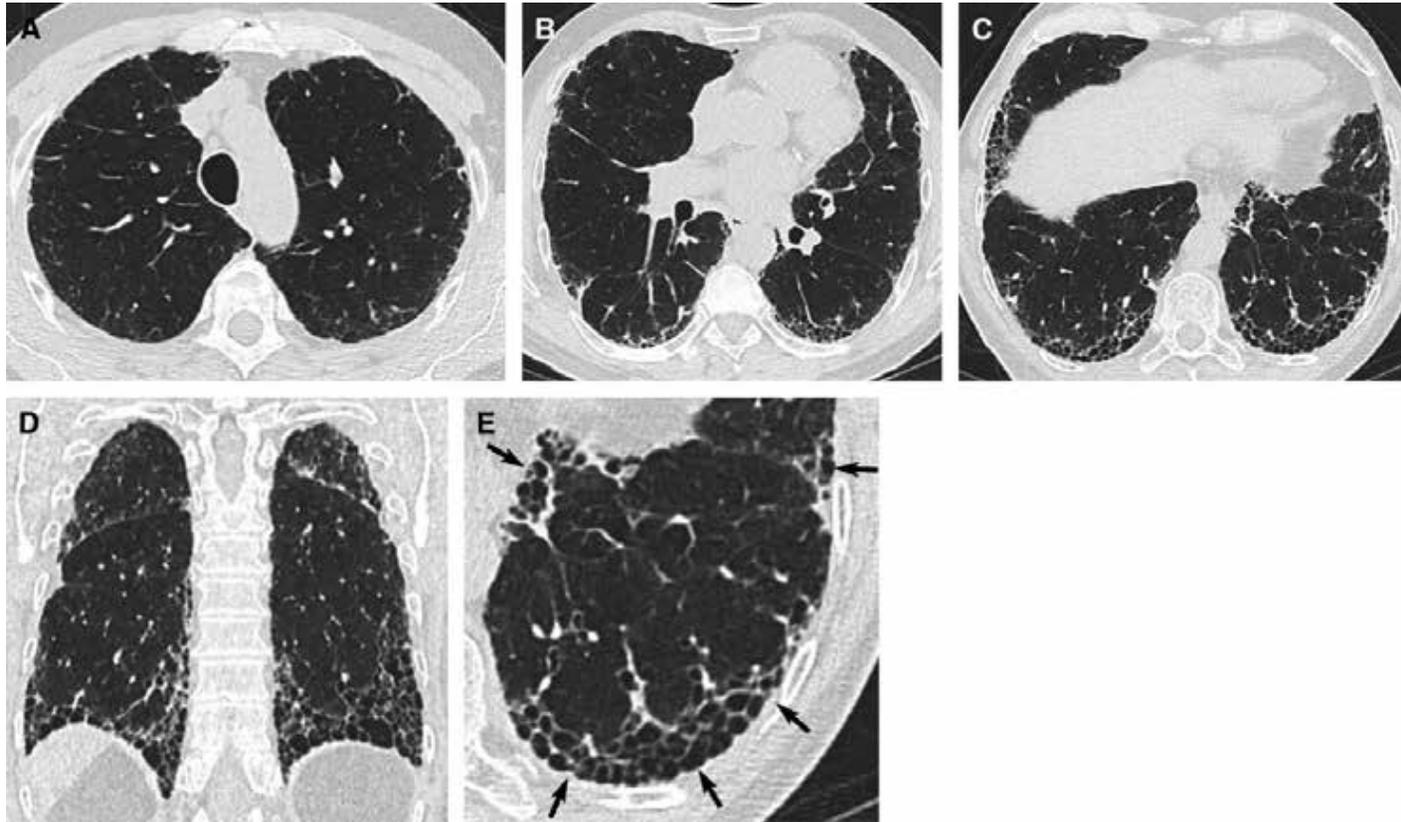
Immagini di tomografia computerizzata ad alta risoluzione (TC) che dimostrano un pattern di UIP. (A-C) Sezioni TC trasversali (D) e ricostruzione coronale che illustra la presenza di honeycombing con predominanza subpleurica e basale. Si noti la presenza simultanea di tenue vetro smerigliato. (E) Vista ingrandita del lobo inferiore sinistro che mostra le caratteristiche tipiche dell'honeycombing, costituito da spazi aerei cistici raggruppati con pareti ben definite e diametri variabili, visti in strati singoli o multipli (frecce).
